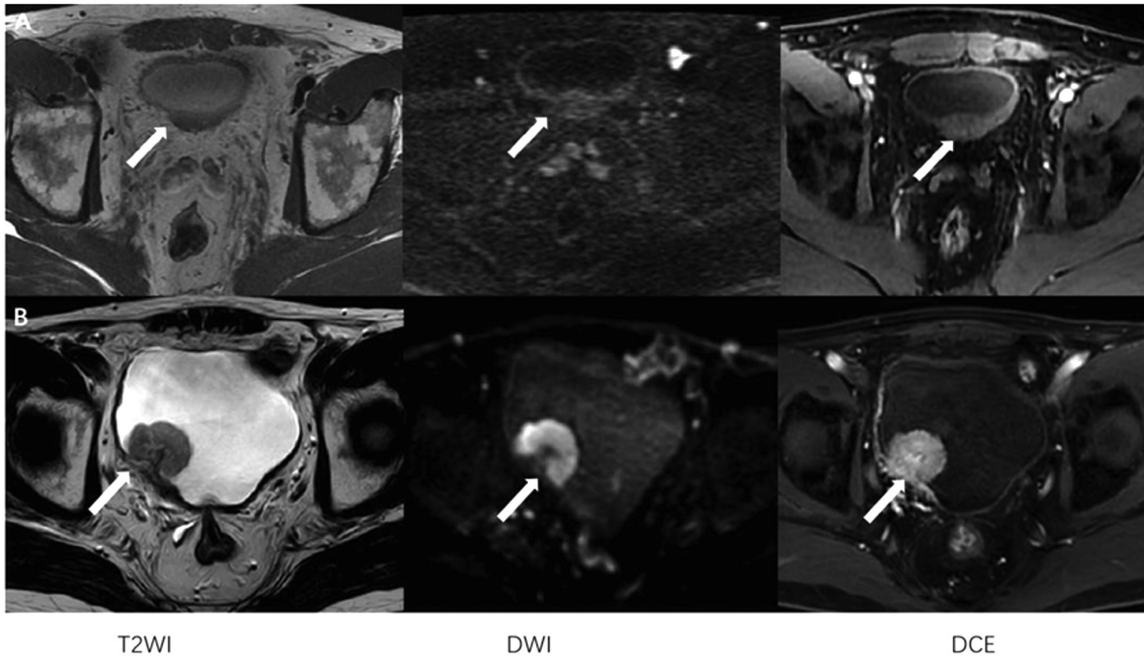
腺性膀胱炎及膀胱癌 T2WI、DWI、DCE
